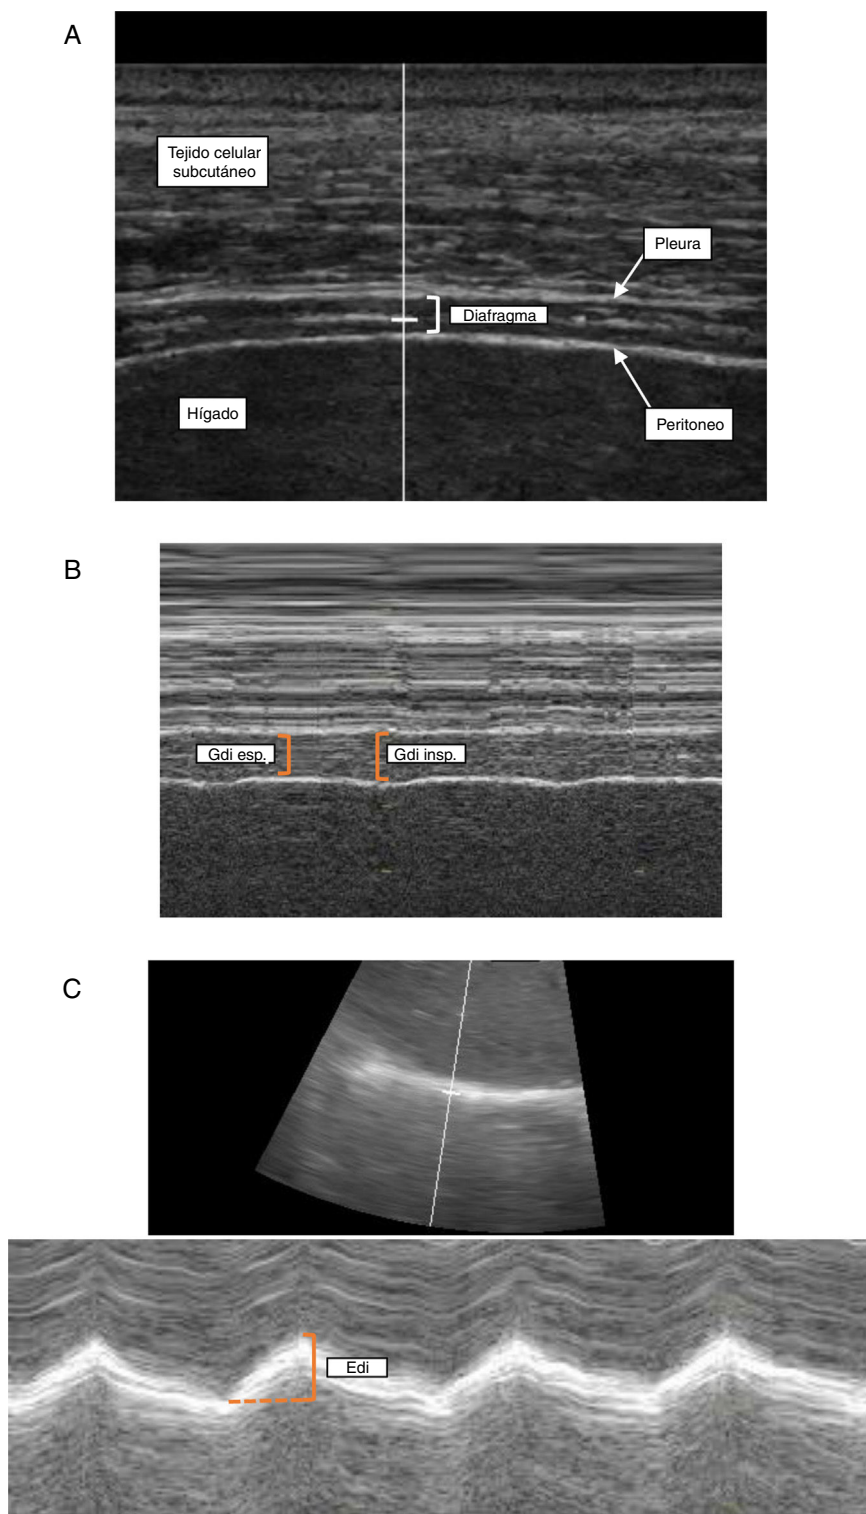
Ecografía diafragmática. Determinación del grosor diafragmático a nivel de la zona de aposición con la pared torácica en modo B (A) y modo M (B) y evaluación de la excursión diafragmática (C).
